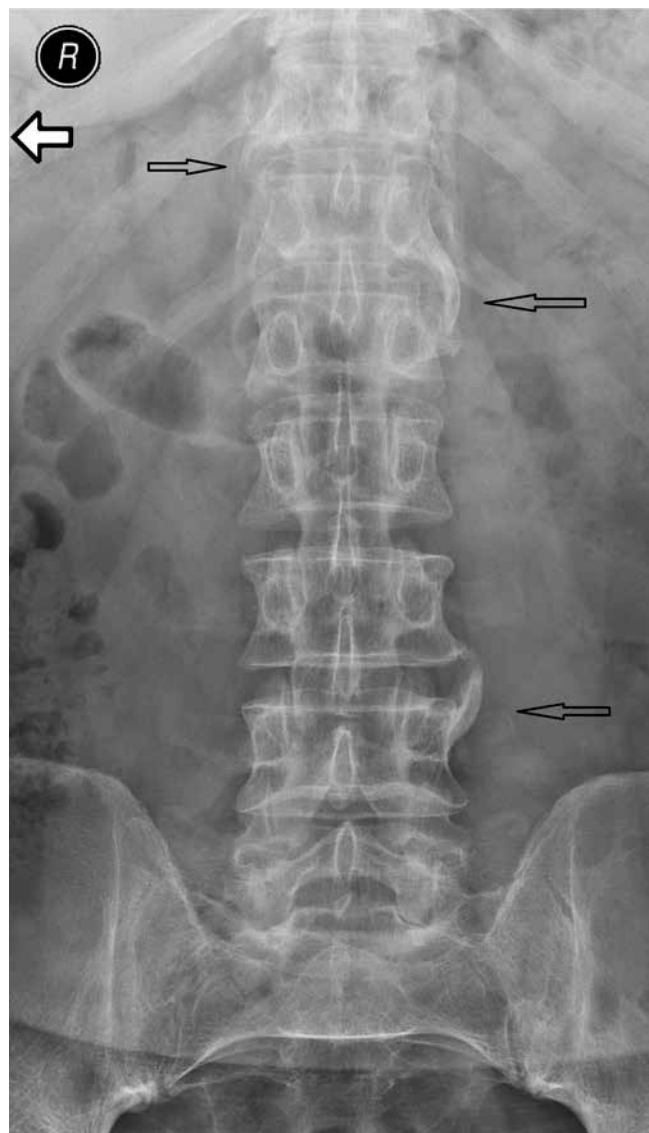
Lumbar spine AP X-ray of the 34 y.o. female patient with suspected PsA: osteoporosis, parasyndesmophytes in the thoracolumbar junction and on the left side of 4th lumbar vertebra (arrows), uneven articular surface of the sacroiliac joints as in erosions – changes indicative of bilateral sacroiliitis, grade 2
